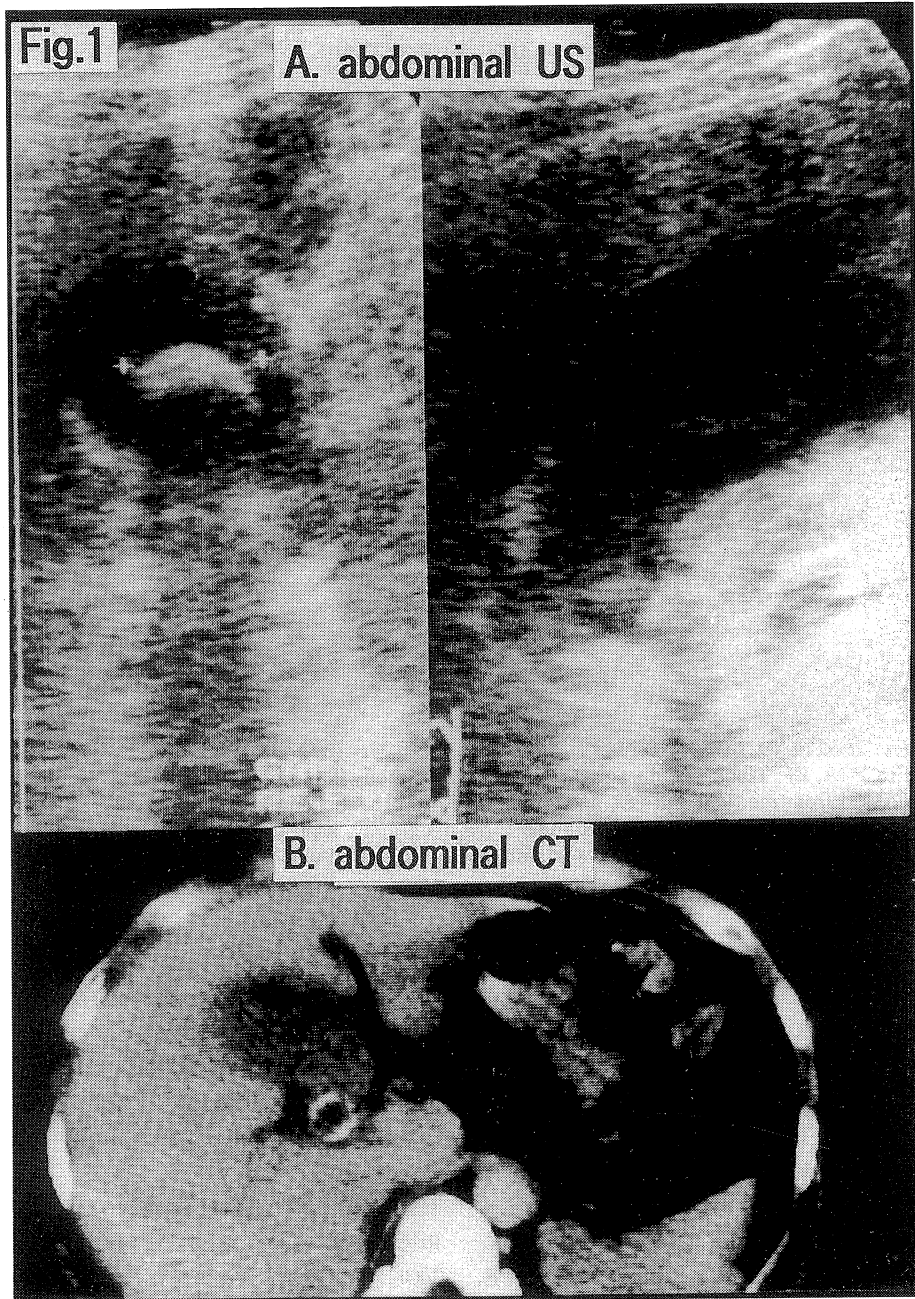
Abdominal ultrasonography (A) and CT scan (B) revealed a swollen gallbladder and each one stone in the fundus and neck.
